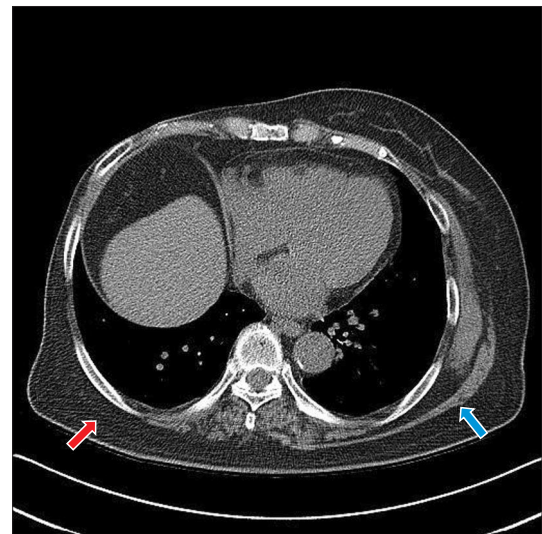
Pre-operative chest CT. Absence of right side latissimus dorsi muscle (red arrow). Presence of left side latissimus dorsi muscle (blue arrow).
